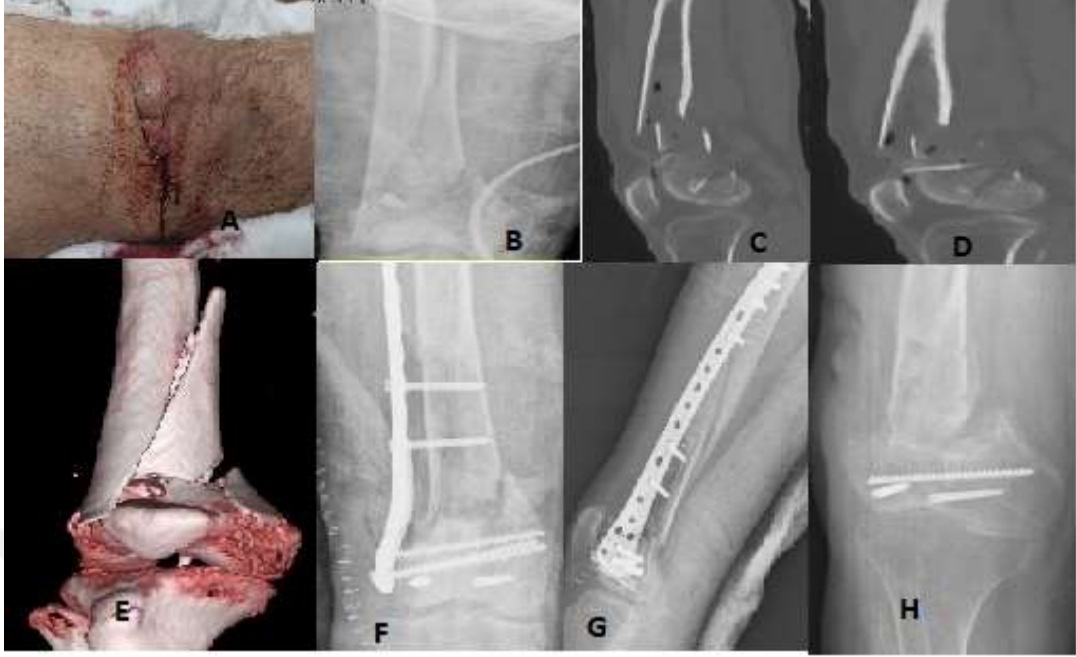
37 yaş kadın hasta. Araç dışı trafik kazası. (A) ilk grafi (D) Hava görüntüsüne sahip interkondiler aralığa uzanımı gösteren BT görüntüsü (B, C) Postop ilk grafi (E) 9.ay kontrol grafisi (F) 5.Yıl kontrol grafisi
